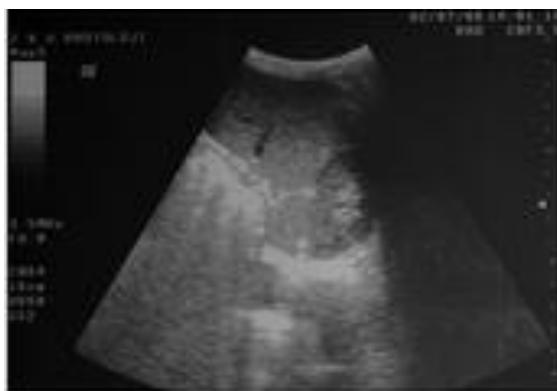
Longitudinal sonogram. Accessory spleen (arrows) separated from main spleen (S) and left kidney (K) by interface.
